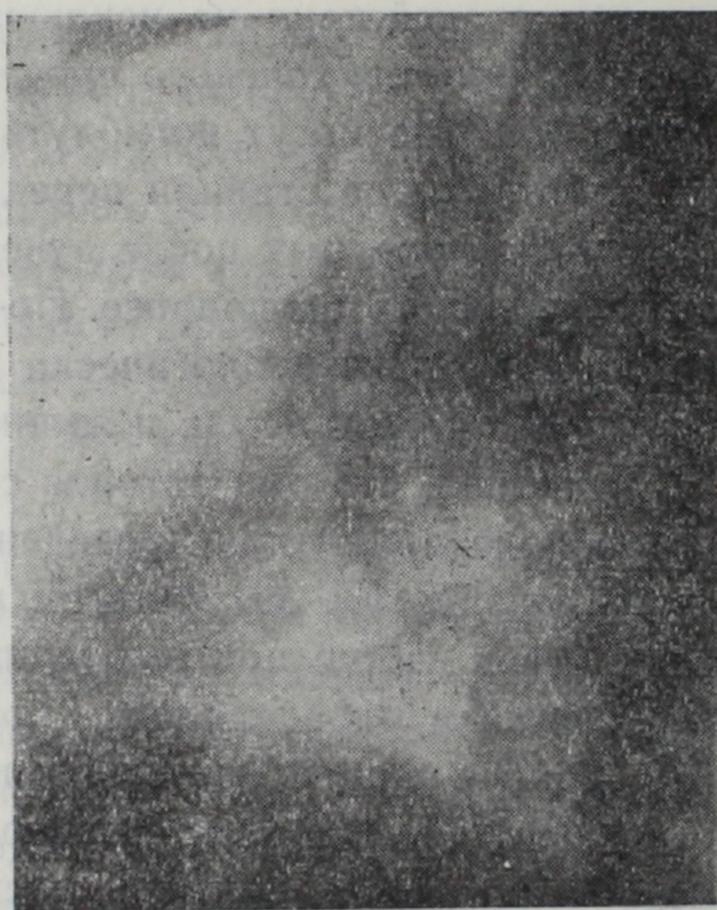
Боковая рентгенограмма того же больного. В нижней части округлого затемнения выделяется просветление (полость).
